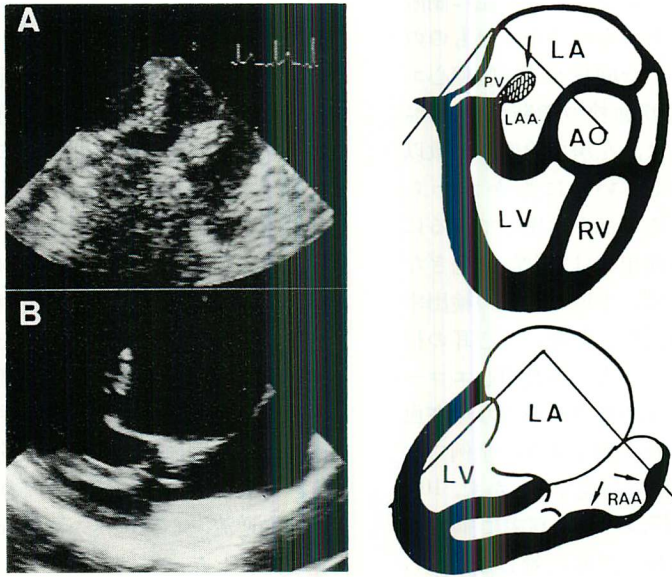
Transesophageal echocardiograms of normal structures mimicking left atrial tumors.
